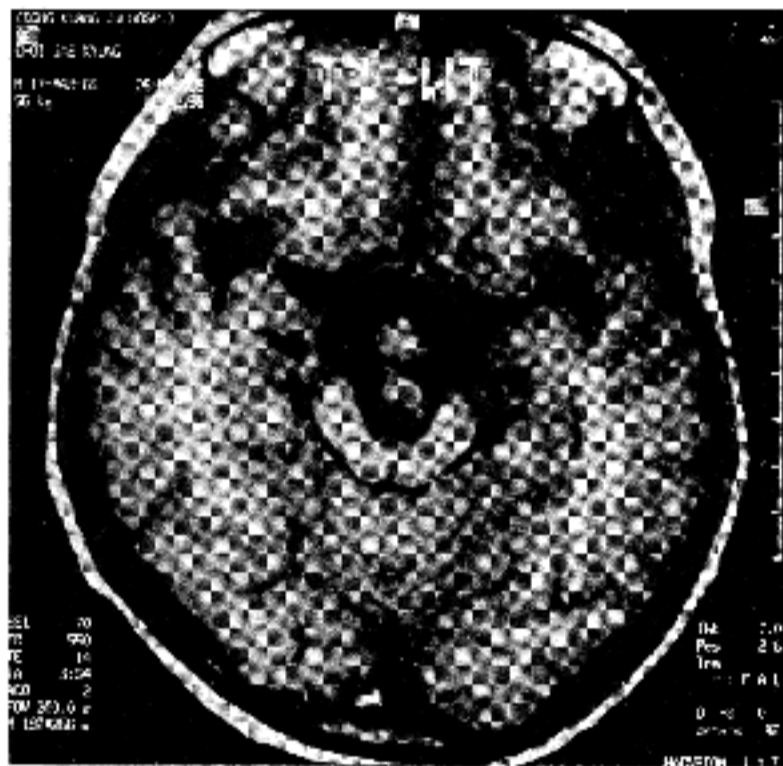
T1-weighted MR image of suprasellar Rathke cleft cyst showing snow man shaped high signal density and measuring 4 × 3 cm.
